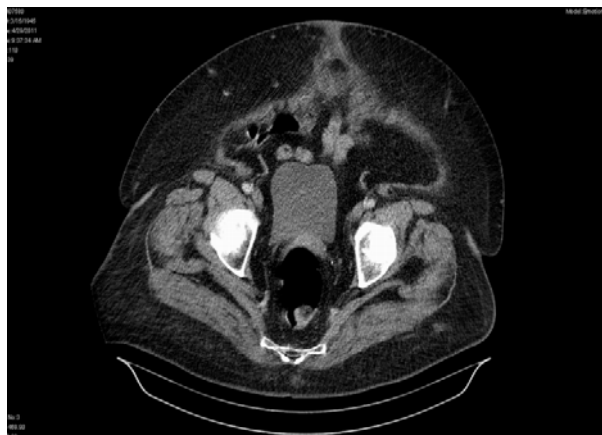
Secțiune transversală prin pelvis la femeie (CT)
